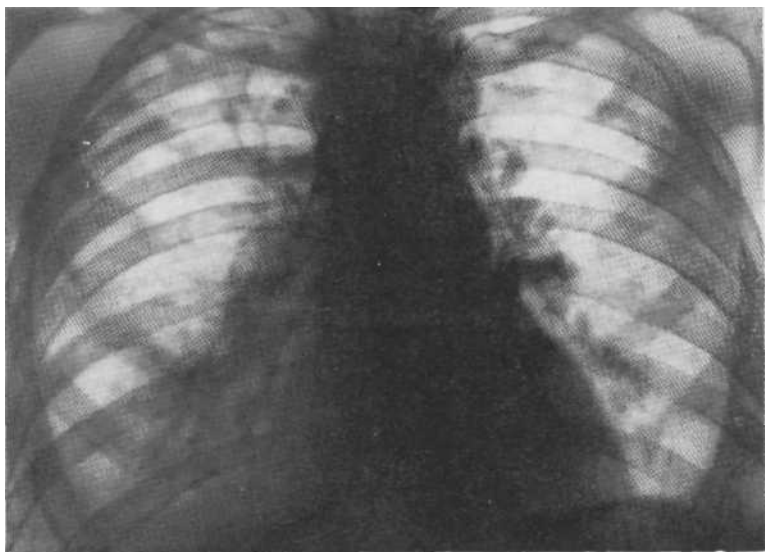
Обзорная рентгенограмма. Правосторонний опухолевый бронхаденит, двусторонний плеврит, двусторонняя полиморфная очаговая диссеминация.
